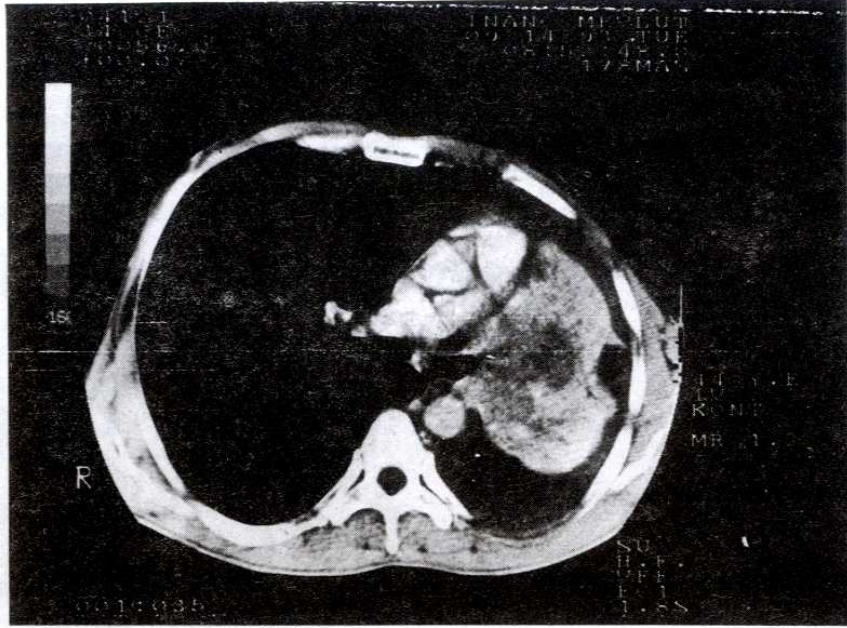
BT : Kitlenin mediyal konturu karina düzenide mediyastinal yağlı dokudan ayırt edilmiyor.
